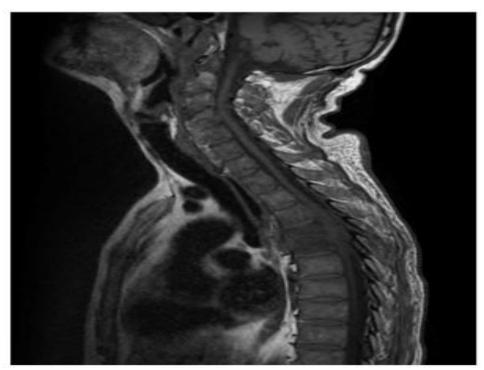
Image IRM en coupe sagittale, en pondération T1, montrant hyposignal T1disco- vertébral T4-T5.
